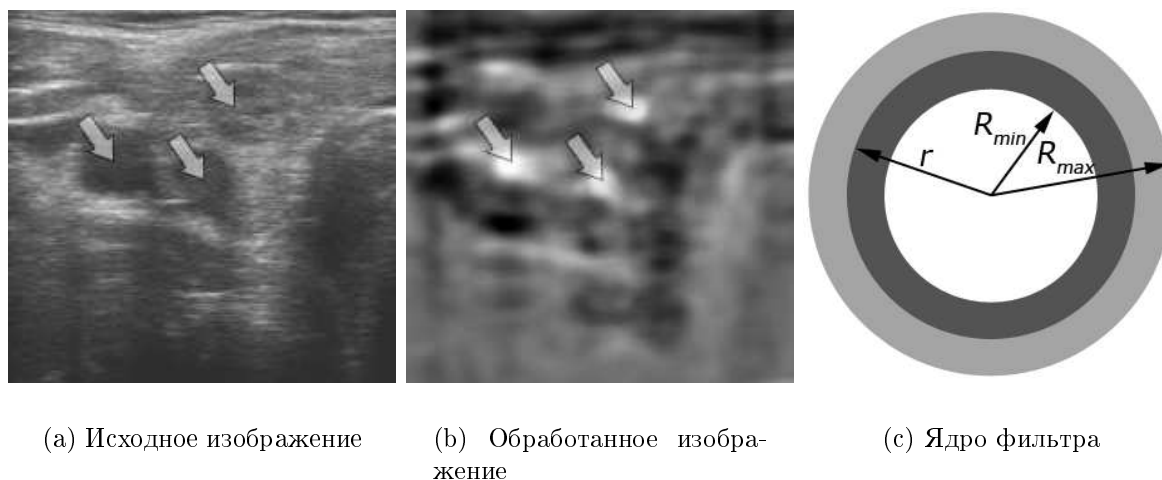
Результат обработки УЗИ предложенным фильтром (стрелками показаны возможные положения центров артерий)
